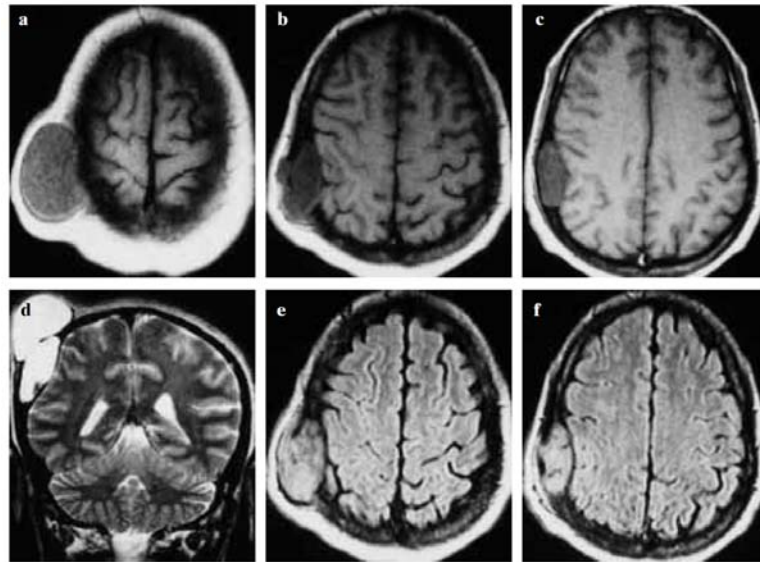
IRM crânio-cérébrale, coupes axiales en séquences pondérées T1 (a-c), coronale en T2 (d) et en séquences FLAIR (e-f) : Kyste épidermoïde. Processus kystique homogène en isosignal T1 et en hypersignal T2, hétérogène, différent de celui du LCR, avec extension intracrânienne.
